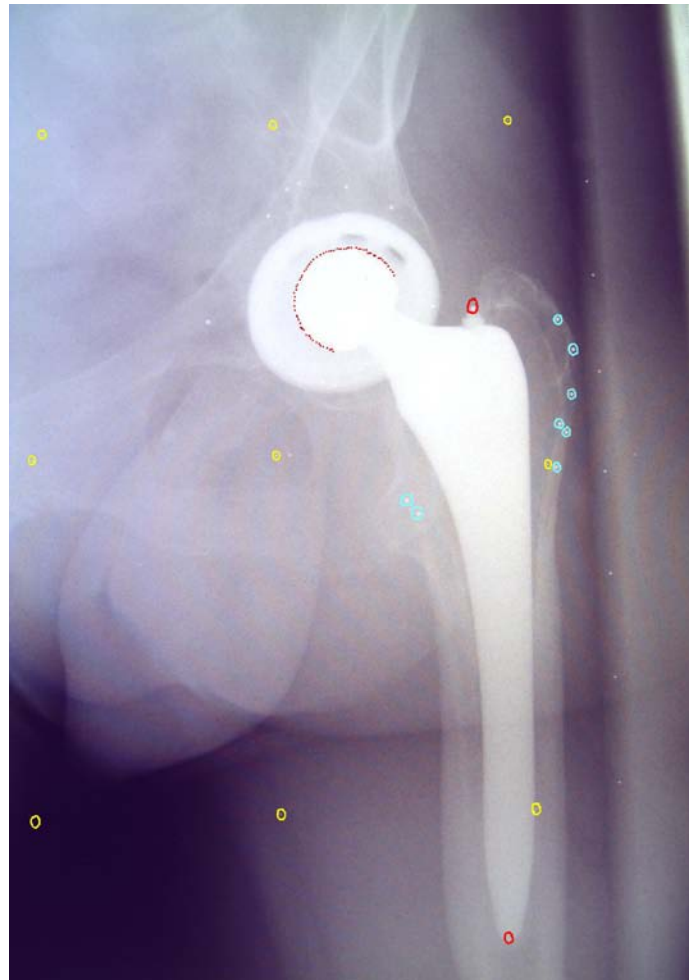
Markiertes RSA- Röntgenbild. Gelbe Markierungen = Tantalmarker des Kalibrierungskäfigs. Blaue Markierungen = Tantalmarker, welche intraoperativ in den Knochen eingebracht wurden. Rote Markierungen = Tantalmarker der Prothese bzw. Zentrierung des Prothesenkopfes durch die Software
